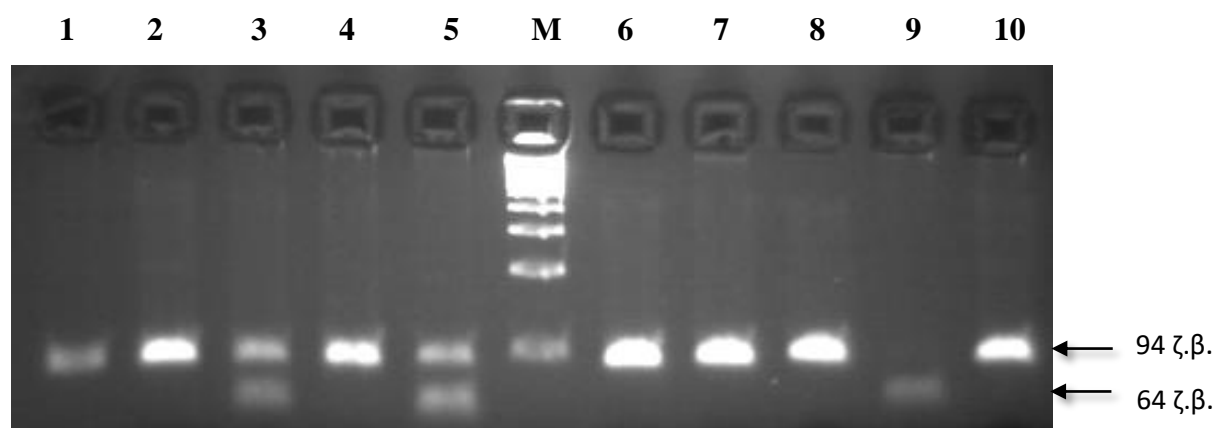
Ηλεκτροφόρηση προϊόντων πέψης με το ένζυμο *AcuI*, για τον πολυμορφισμό rs10993994 σε πήκτωμα αγαρόζης 4%. Γονότυπος CC: 1,4, γονότυπος CT: 2, 3, 5. M: 100 bp μάρτυρας (Invitrogen).
